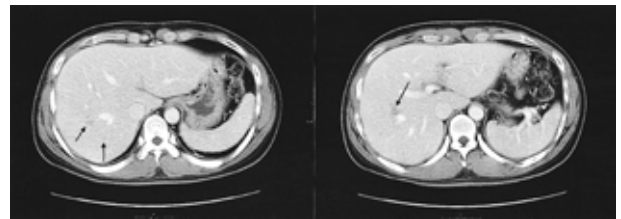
Abdominal CT. Several less than 2 cm in size, low attenuating nodular lesions with irregularity are noted around right hepatic vein of the liver. They seem to be compatible with eosinophilic infiltration.
